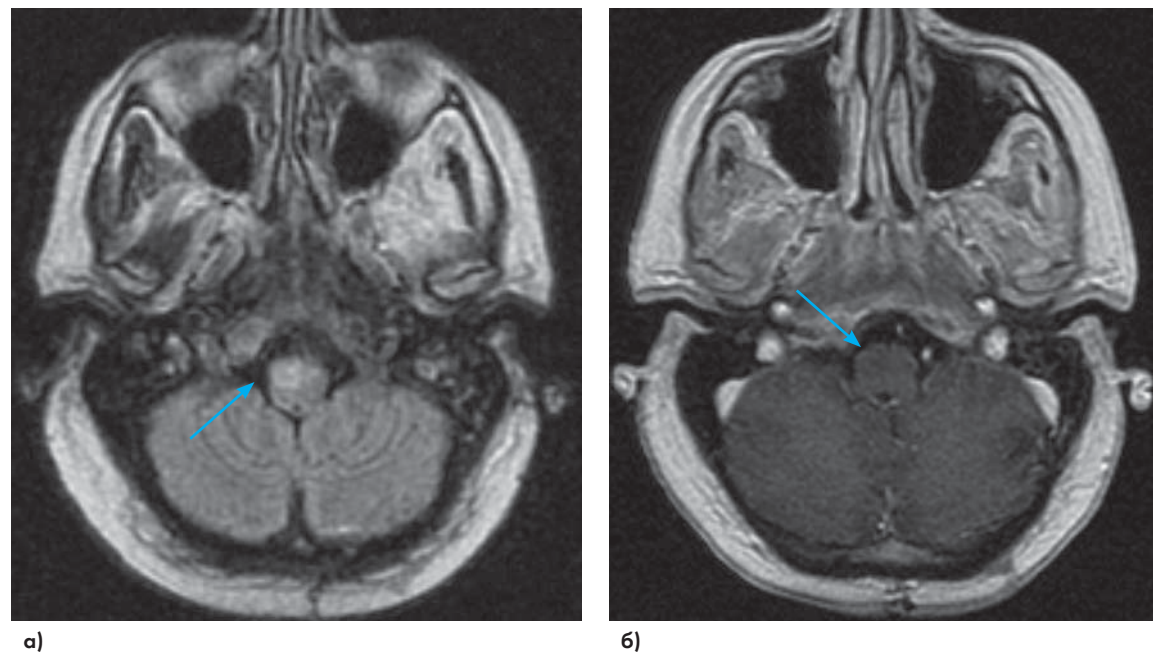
Больная К. 41 г. Лимфома ЦНС, поражение стволовых структур мозга, МРТ головного мозга ИП T2 FLAIR; с в/в контрастным усилением
